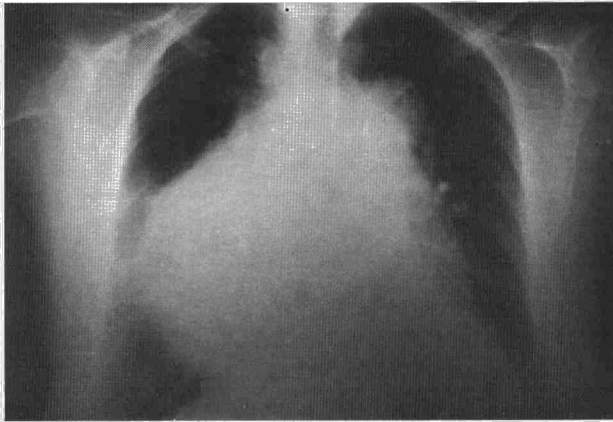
Radiografía posteroanterior de tórax. Amplio ensanchamiento mediastínico derecho por una masa de densidad de partes blandas adyacente a la aorta ascendente.
